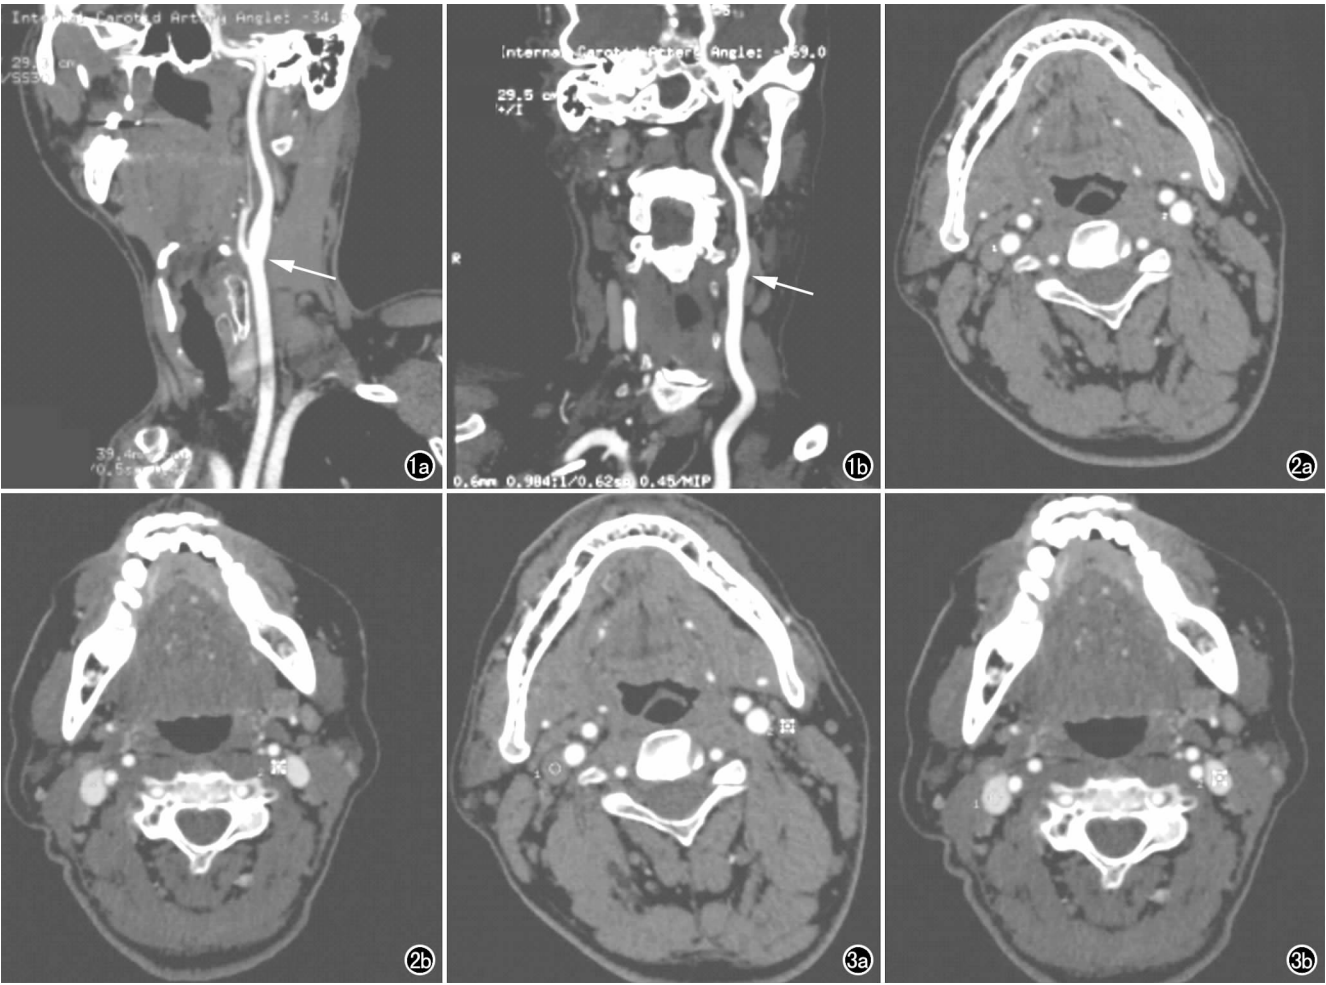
双低组 and 对照组 CT 图像。a) 左侧颈内动脉曲面重建(双低组)图像示左颈内动脉(箭)显示清晰; b) 左侧颈内动脉曲面重建(对照组)图像示左颈内动脉(箭)显示清晰。 图 2 双低组 and 对照组 CT 图像。a) 双低组右侧颈内动脉 CT 值均值为 510.7 HU, 左侧颈内动脉 CT 值均值为 519.8 HU; b) 对照组右侧颈内动脉 CT 值均值为 532.7 HU, 左侧颈内动脉 CT 值均值为 513.7 HU。 图 3 双低组 and 对照组 CT 图像。a) 双低组右侧颈内静脉 CT 值均值为 78.8 HU, 左侧颈内静脉 CT 值均值为 71.3 HU; b) 对照组右侧颈内静脉 CT 值均值为 398.3 HU, 左侧颈内静脉 CT 值均值为 392.0 HU。
